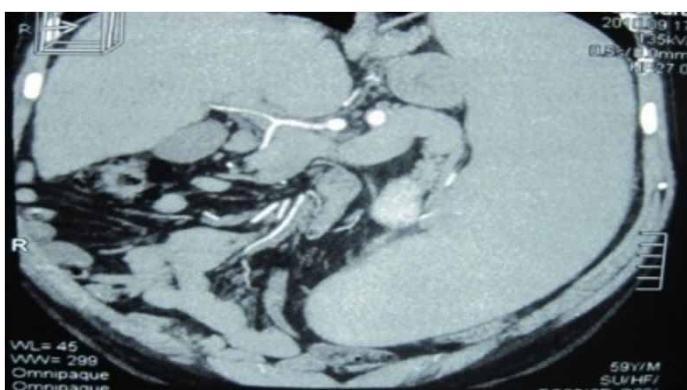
Aspecte imagistice (CT + ecoDoppler) caracteristice HTP
